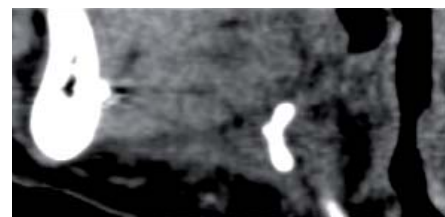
Hyoidsuspension mittels Repose®: Im CT ist der Faden um das Zungenbein sichtbar.
